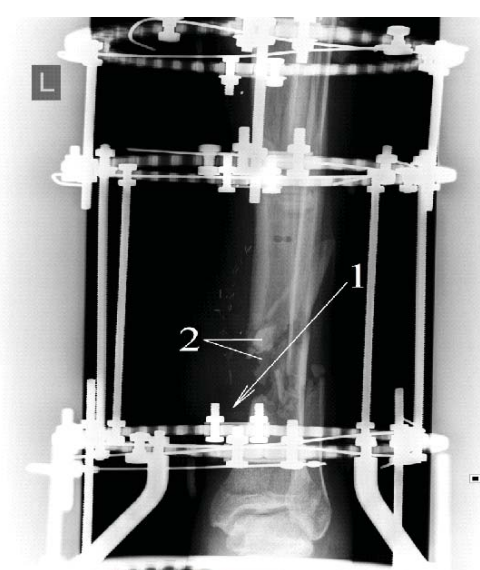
Рентгенограма лівої гомілки (фрагмент). МВП. Рановий канал (1), складний багатоламковий перелом кісток лівої гомілки (2). Металоостеосинтез
